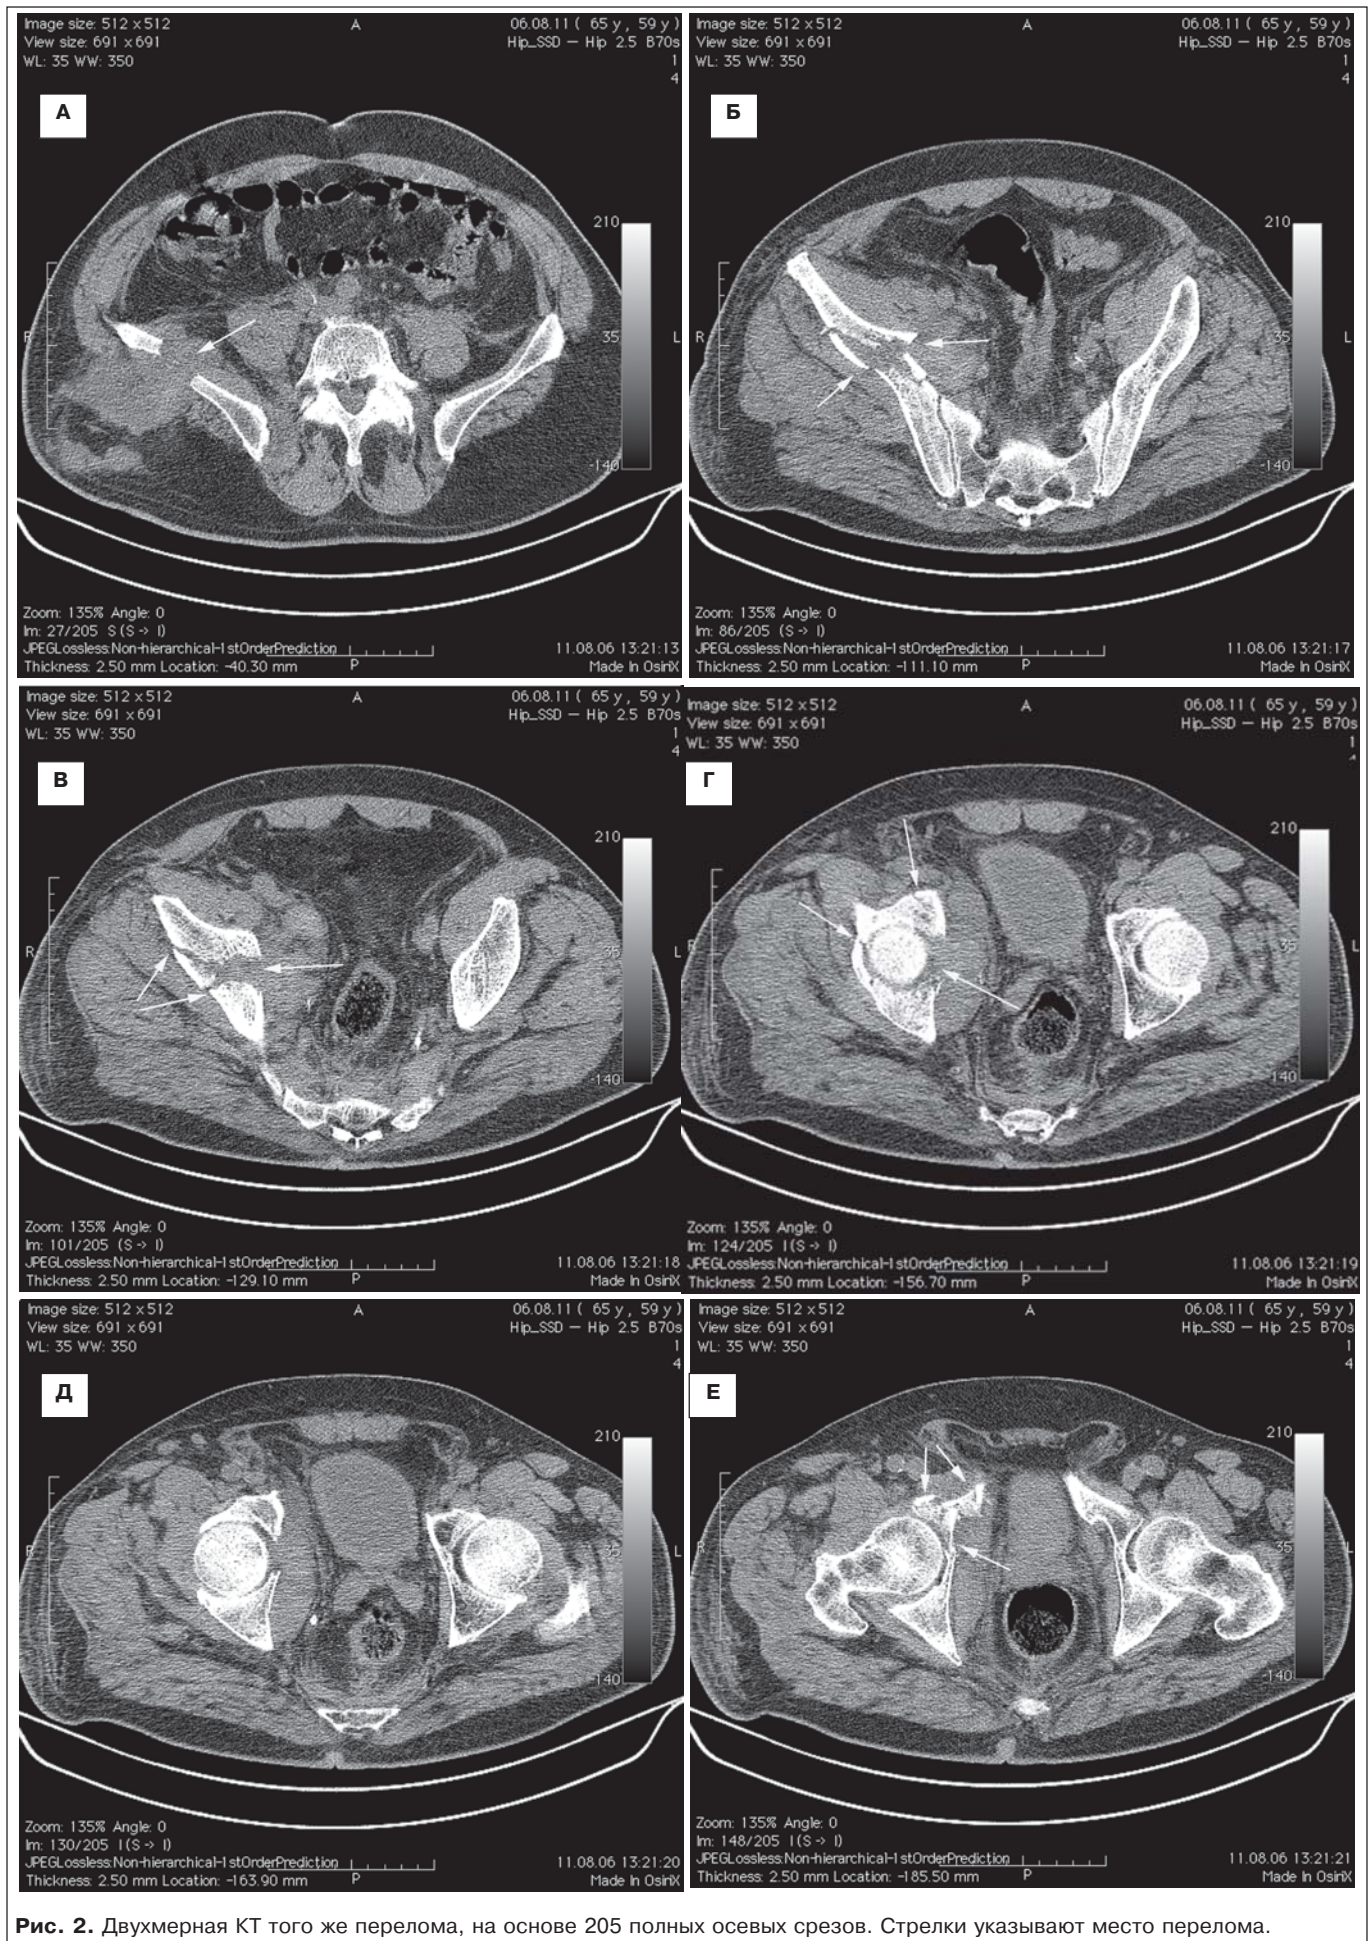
Двухмерная КТ того же перелома, на основе 205 полных осевых срезов. Стрелки указывают место перелома.
